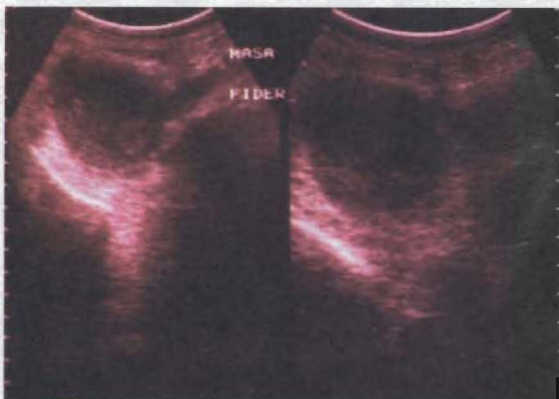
Ecografía: Masa peritoneal y renal
